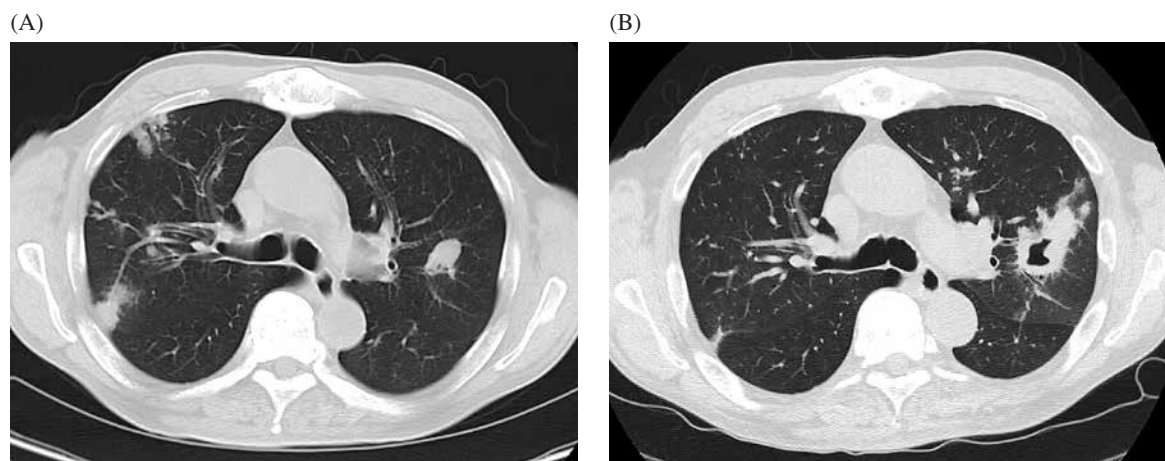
(A) Chest CT on first admission showed multiple nodular shadows in both lungs.
